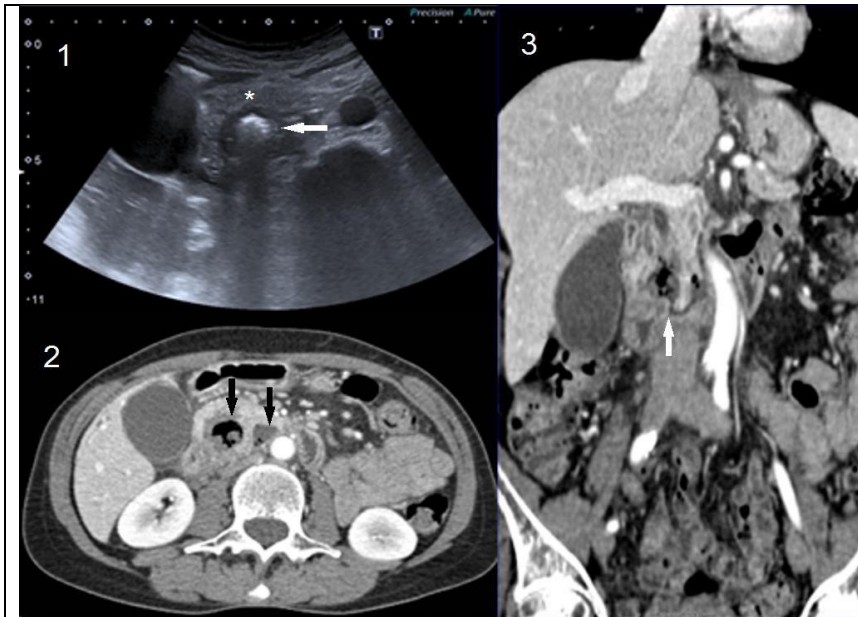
Ecografía abdominal. Divertículo duodenal (flecha) con halo hipoeicoico y desplazamiento de la cabeza pancreática (*) Imagen 2. TC con CIV. Se observan dos estructuras saculares (flechas) con aire y material en su interior. El de la derecha presenta bordes irregulares y edema periférico. Imagen 3. Reconstrucción coronal en la que se observa la comunicación con la tercera porción duodenal (flecha blanca)
